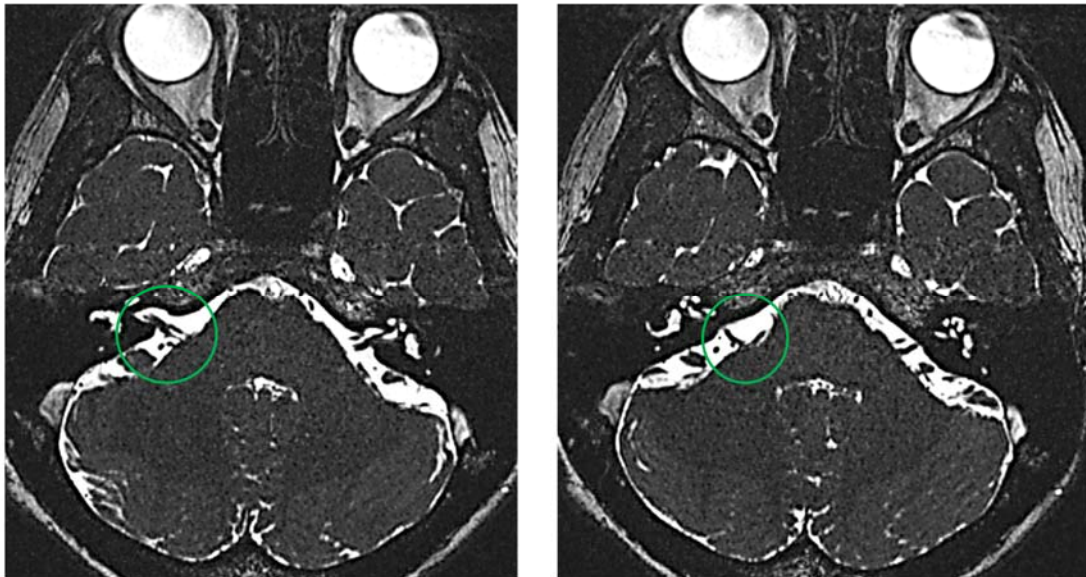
МРТ головного мозга пациентки Н. до операции в последовательности CISS, аксиальная проекция. Отмечаются признаки нейроваскулярного контакта околостволовой порции корешка лицевого нерва с задней нижней мозжечковой артерией справа (выделено зеленым кругом)
